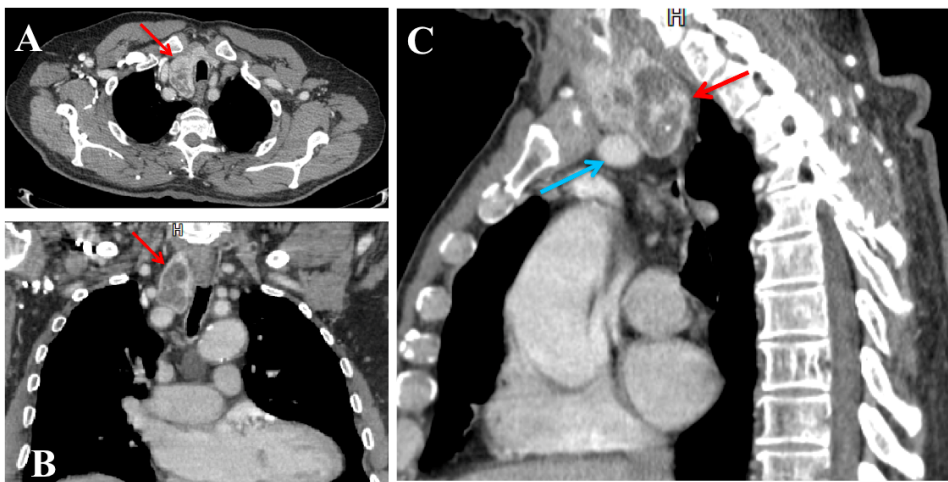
Gozzo immerso retrovascolare (freccie rosse) visualizzabile nell'acquisizione assiale TC (figura A) e nelle riformattazioni coronali (figura B) e sagittali (figura C). La massa, che presenta intenso e disomogeneo enhancement in fase arteriosa, è in continuità con il lobo destro del gozzo cervicale e devia la trachea verso sinistra (figura B). Nella sua parte più caudale il gozzo passa dietro all'arteria anonima (figura C, freccia azzurra).
